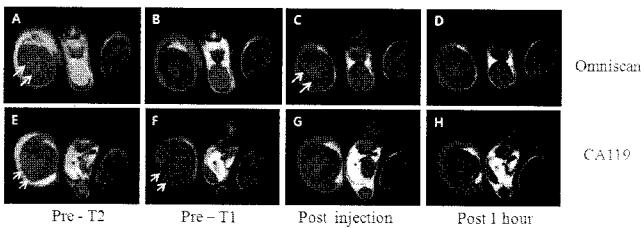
두 개의 서로 다른 T1 조영제를 허벅지 근육 염증모델에 정맥 주사한 후 염증부위에서의 조영효과를 보여주는 그림. T2-weighted(A와 E)와 T1-weighted(A와 E를 제외한 것들) 영상을 조영제 투여 전(Pre-T2, Pre-T1)과 투여 후(Post injection, Post 1 hour) 얻은 MRI 영상 결과. T2-weighted 영상(A와 E)의 밝은 부분(화살표)으로 염증부위의 위치와 크기를 알 수 있다.
